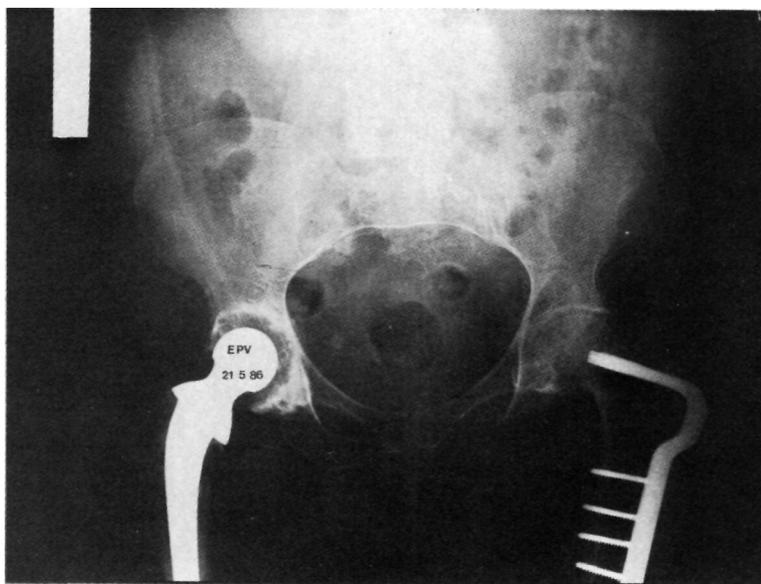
Radiografía realizada a los 18 meses de la intervención donde se observa una buena congruencia articular y desaparición de los quistes subcondrales.
